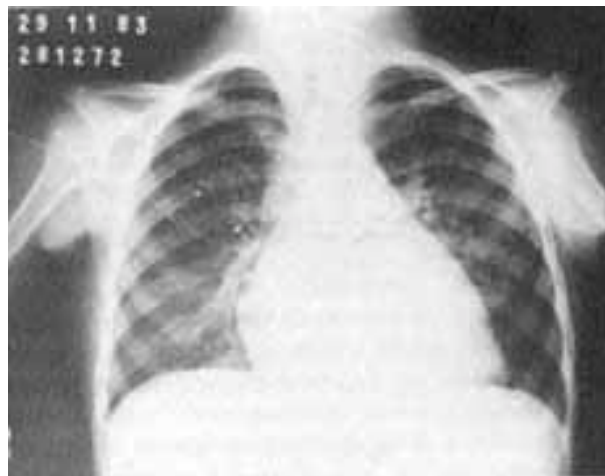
Radiografia de tórax mostrando aumento do ventrículo esquerdo e duplo contorno do átrio direito.
